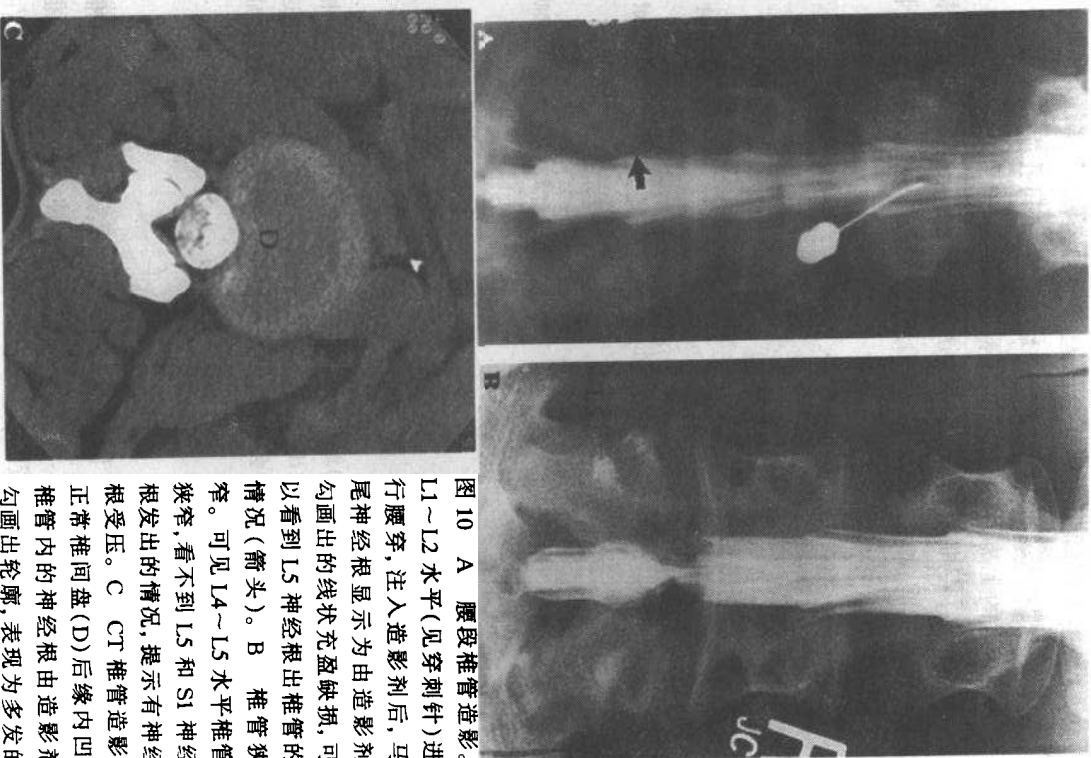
A 腰段椎管造影。L1~L2 水平(见穿刺针)进行腰穿,注入造影剂后,马尾神经根显示为由造影剂勾画出的线状充盈缺损,可以看到 L5 神经根出椎管的情况(箭头)。B 椎管狭窄。可见 L4~L5 水平椎管狭窄,看不到 L5 和 S1 神经根发出的情况,提示有神经根受压。C CT 椎管造影,正常椎间盘(D)后缘内凹。椎管内的神经根由造影剂勾画出轮廓,表现为多发的点状充盈缺损
